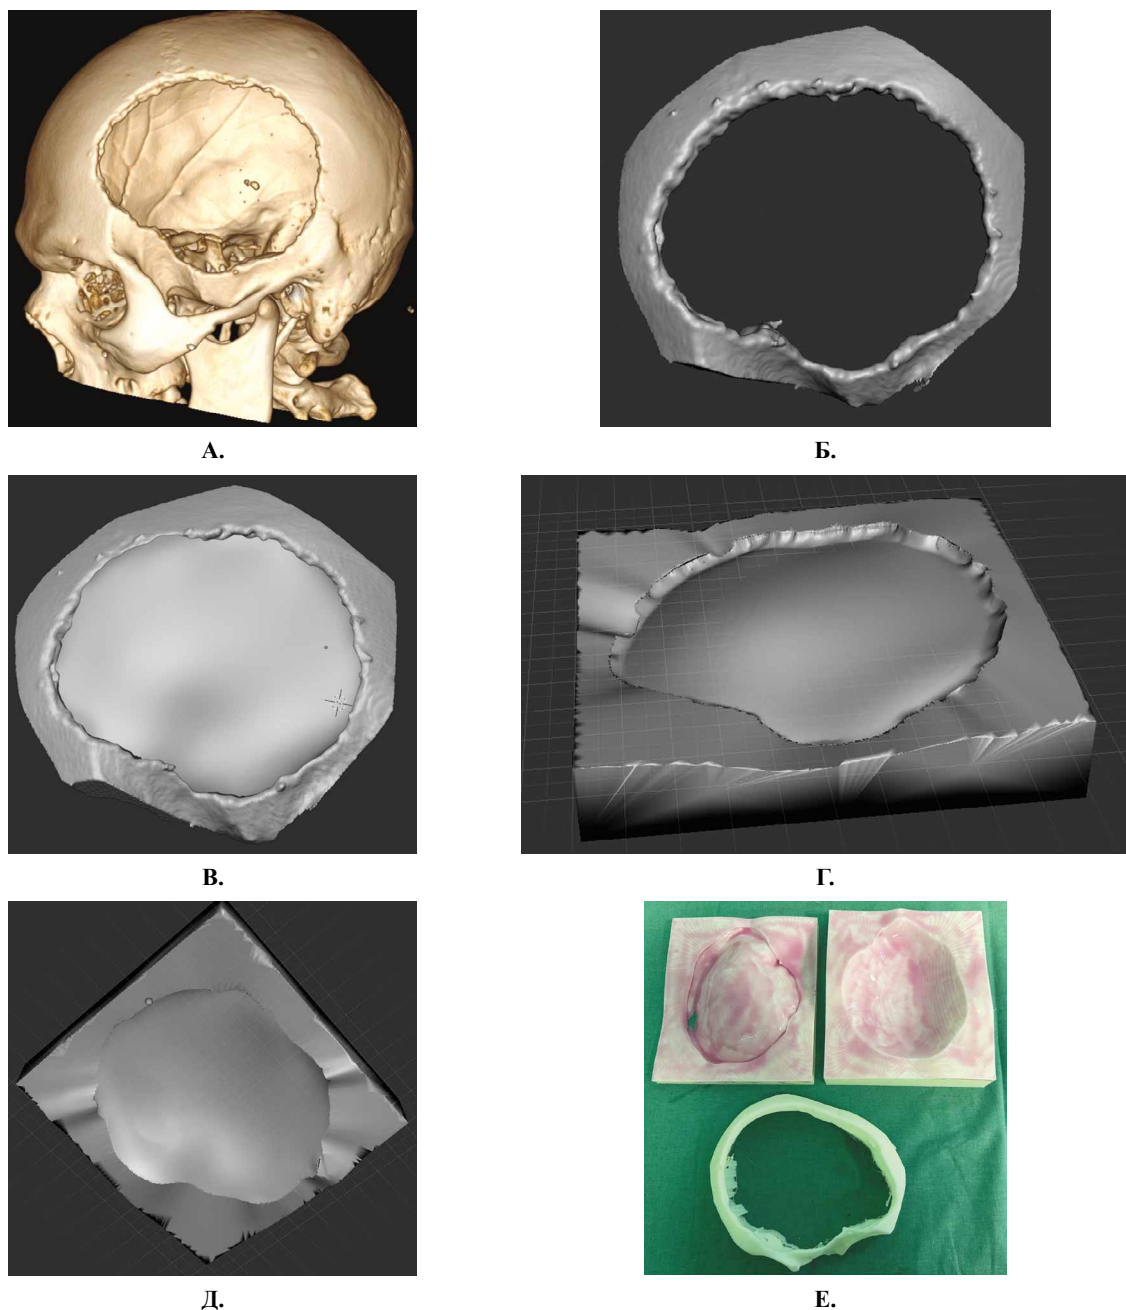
Основные этапы моделирования и изготовления пресс-форм и имплантата. А. — 3D модель черепа по данным КТ головного мозга; Б. — контуры дефекта; В. — моделирование имплантата для замещения дефекта костей черепа. Г., Д. — созданные пресс-формы. Е. — распечатанные на 3D принтере пресс-формы, покрытые медицинским силиконом.
